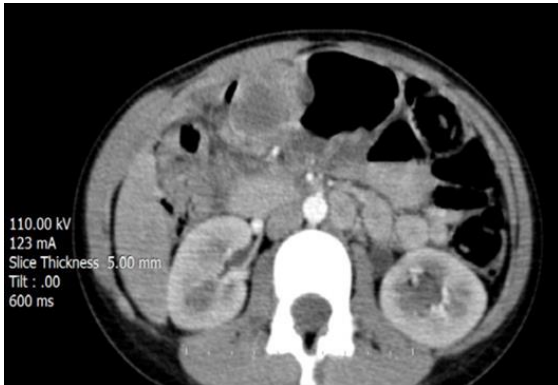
GDC is located on medial neighborhood of the liver on abdominal computurised tomography (GDC: Gastric duplication cyst).
